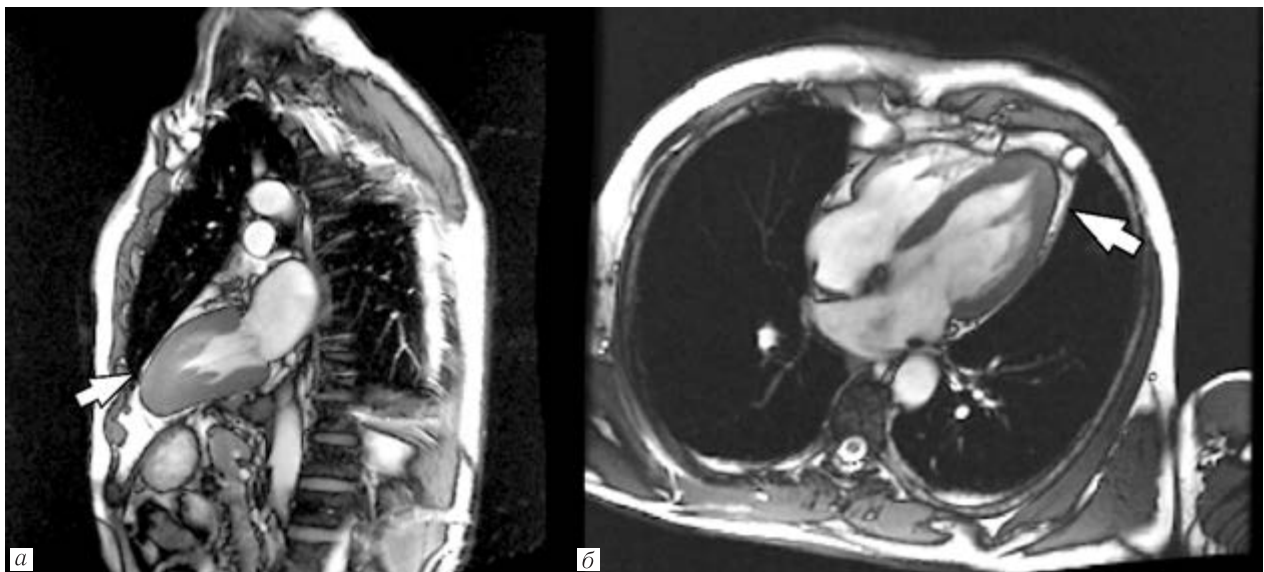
МР-томограмма ЛЖ сердца пациента: *а* — режим кино-МРТ, двухкамерная позиция. В систолу отмечается выраженная гипертрофия миокарда ЛЖ в области верхушки ЛЖ с признаками субтотальной облитерации (указано стрелкой); *б* — режим кино-МРТ, длинная ось ЛЖ, четырехкамерная позиция. В диастолу определяется фокальная гипертрофия апикальных сегментов, которая имеет форму пика (указано стрелкой)
